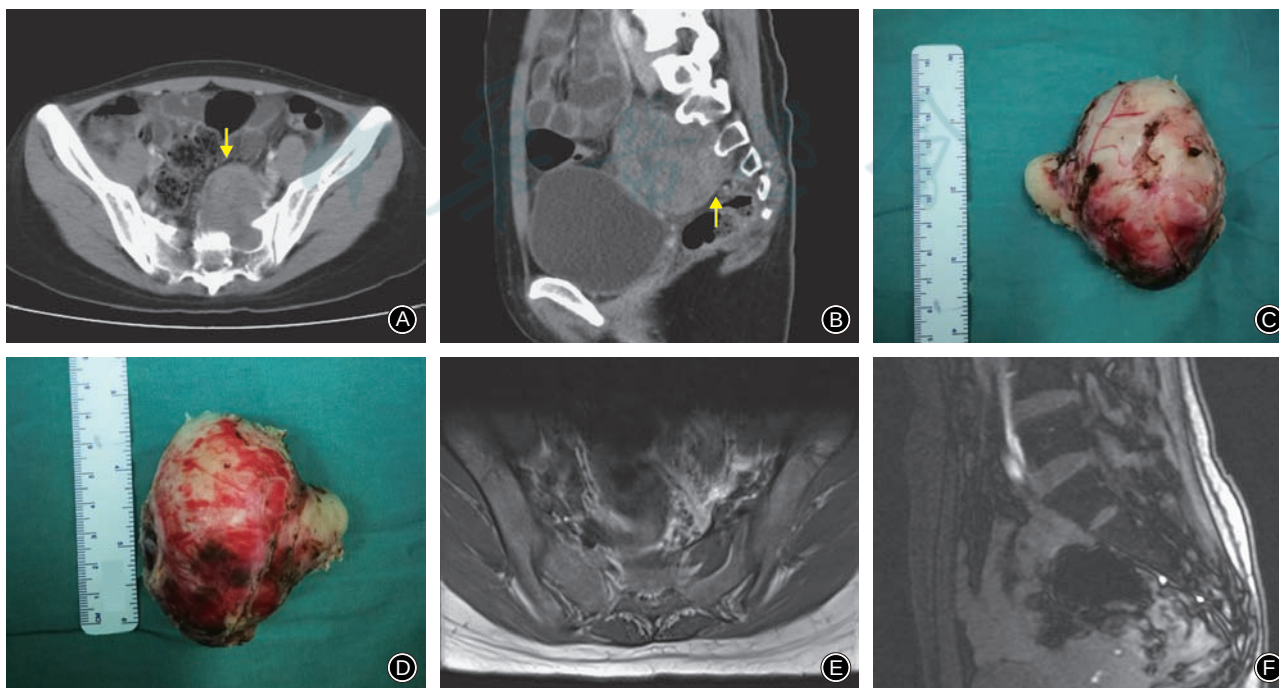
女,24 岁,骶骨神经鞘瘤 A,B 术前 CT 横断面及矢状面重建片示骶前肿物(箭头所示)累及骶骨 C,D 术后标本(正面观及背面观),灰黄色卵圆形肿物,质地中等,肿物表面可见包膜覆盖 E,F 术后 57.5 个月 MRI 横断面及矢状面 T2WI 未见复发
